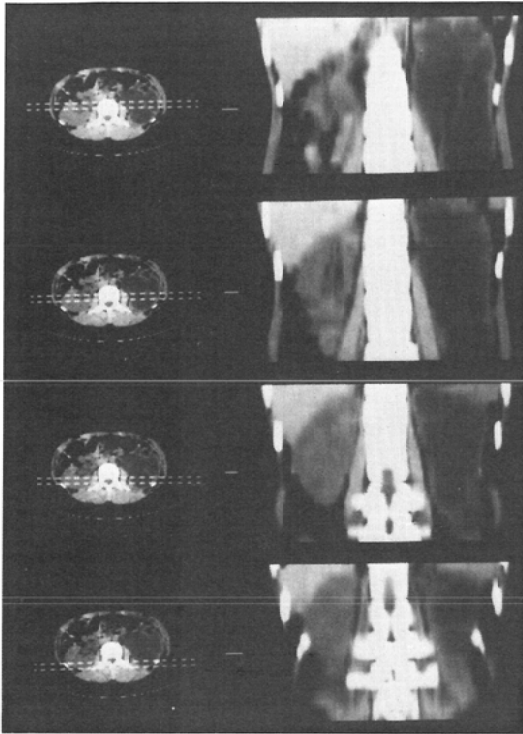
Coronal images (X-ray CT) of case 3
